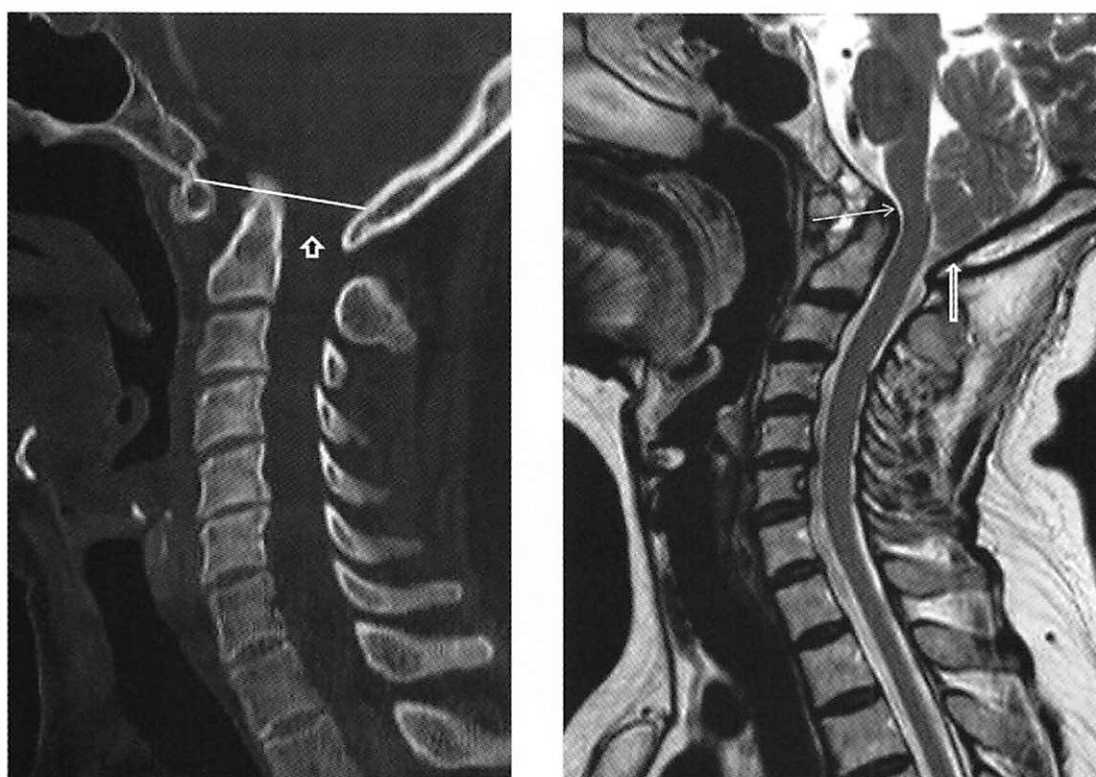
CT sagittal reconstructionでは odontoid process は頭蓋内に陥入しており、大孔の距離 (矢印) が縮小している (30mm$>$).
